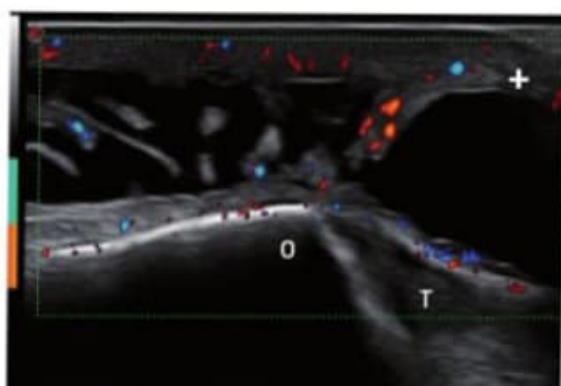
Imagen de bursitis olecraneana, con contenido líquido de características anecoicas, visualización de vellosidades sinoviales y captación con el Doppler color característico de la bursitis traumática aguda. O: olécranon; T: tendón del tríceps.
